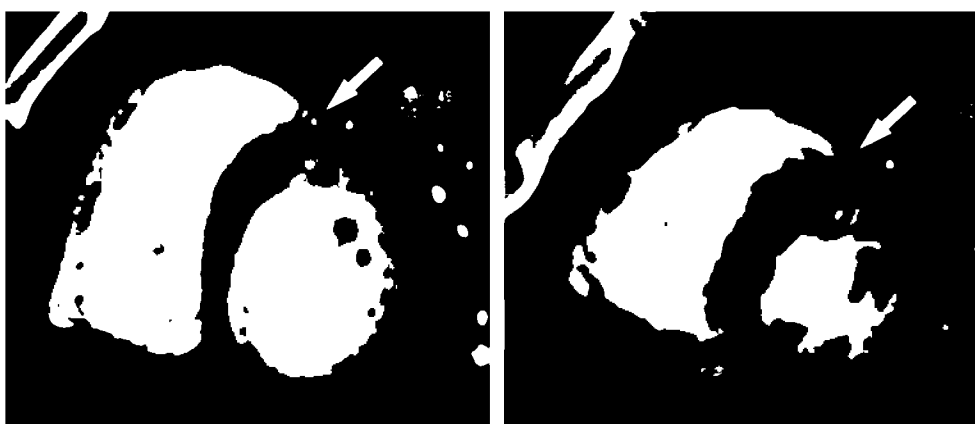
МСКТ. Сжатие артерии во время систолы (слева) и расслабление во время диастолы (справа)
